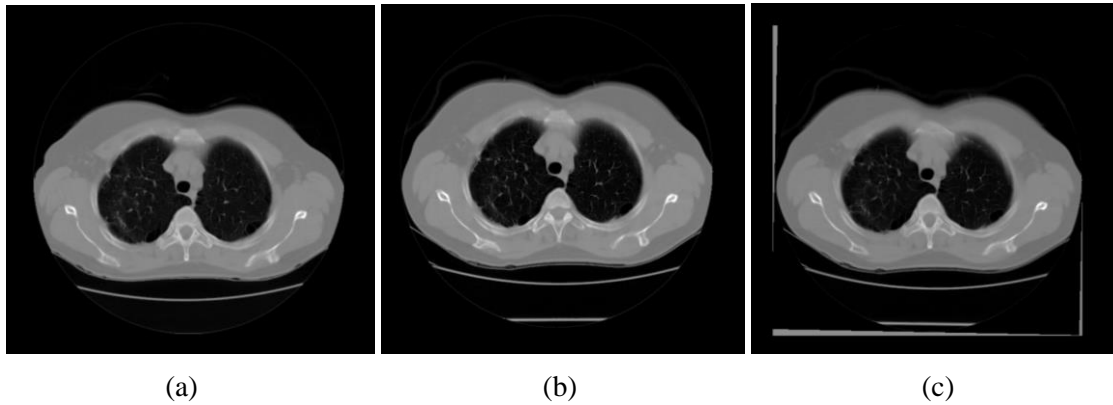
Registro rígido aplicado em imagens de TC de pulmão. (a) é a imagem fixa, (b) é a imagem móvel e (c) é imagem resultante. (b) foi levemente rotacionada para se aproximar ao formato de (a).
